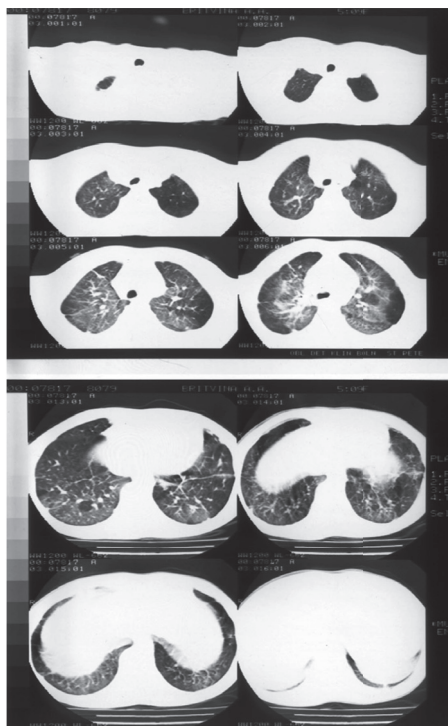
КТ легких ребенка 10 лет с БЛД, среднетяжелая форма в анамнезе: распространенная неомогенность вентиляции, участки локального пневмосклероза с двух сторон, буллезные изменения, плевральные спайки.
